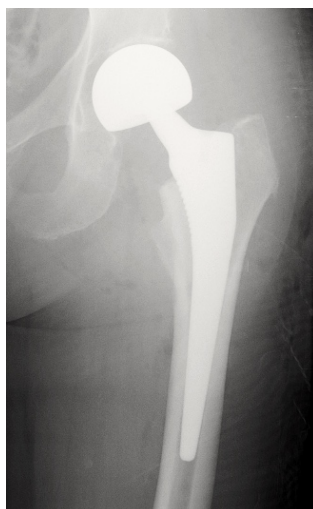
Radiographie d'une prothèse partielle de hanche - <http://www.dr-simian.fr/chirurgie/hanche-chirurgie/pih/>.
